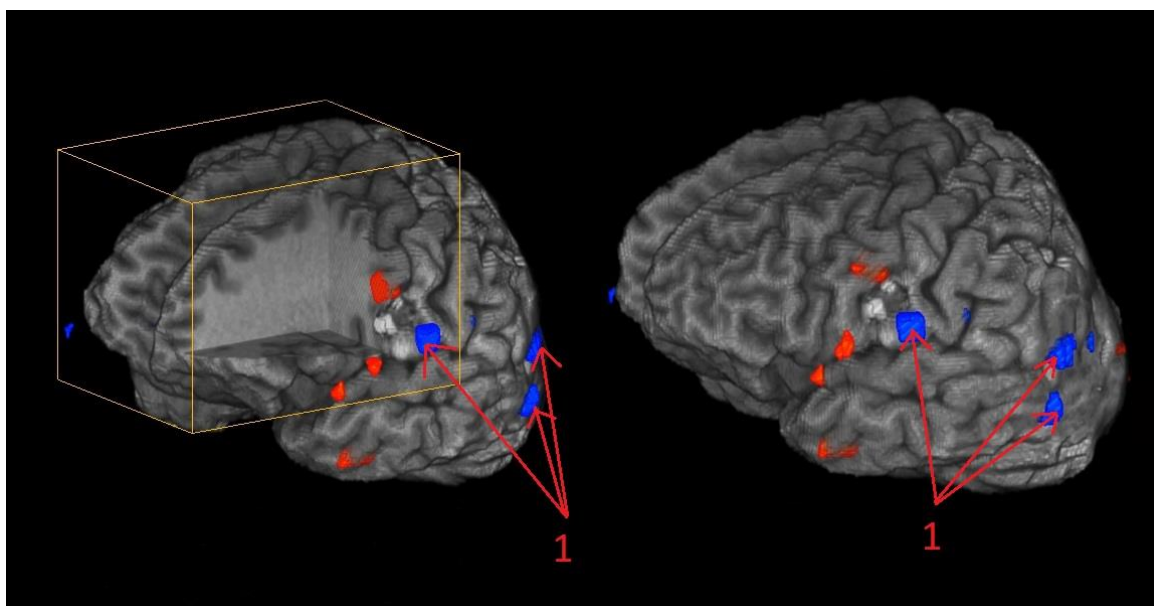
Функциональная МРТ у пациента с КМ в нижней трети прецентральной извилины левой лобной доле ГМ, рядом с центром Брока
